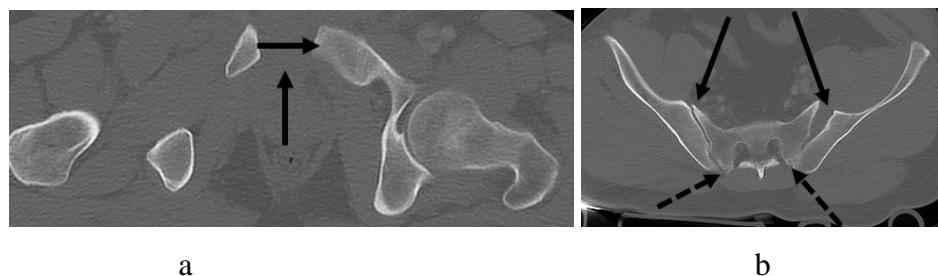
Aspectul CT al disjuncției pubiene (a) și sacro-iliace (b)
